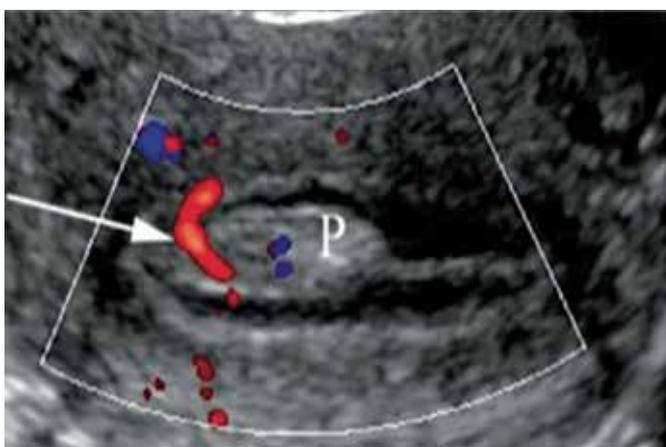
Ecografía Doppler: pólipo endometrial (P) pediculado (P) solitario, liso, bien delimitado y uniformemente ecogénico, con origen en la pared anterior con pedículo vascular (flecha), en una mujer de 40 años.<sup>17</sup>
